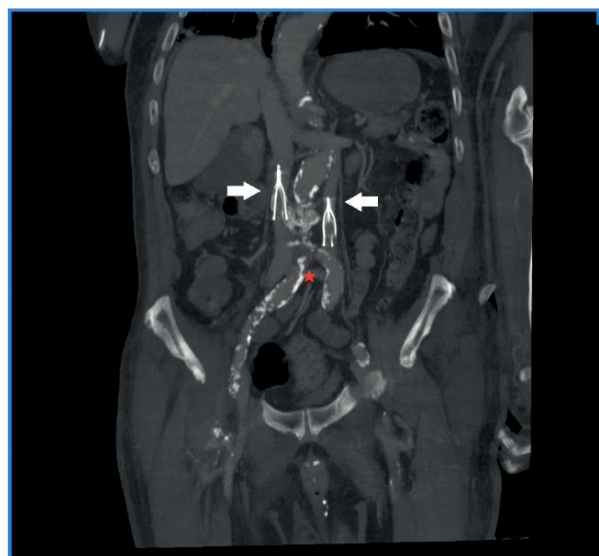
Angio-TAC que muestra la anatomía de la VCI duplicada: la vena iliaca externa derecha, que se extiende hacia el sistema cavo derecho (flecha derecha), la vena iliaca externa izquierda, que se extiende hacia el sistema cavo izquierdo (flecha izquierda), y la vena comunicante interiliaca (estrella).
